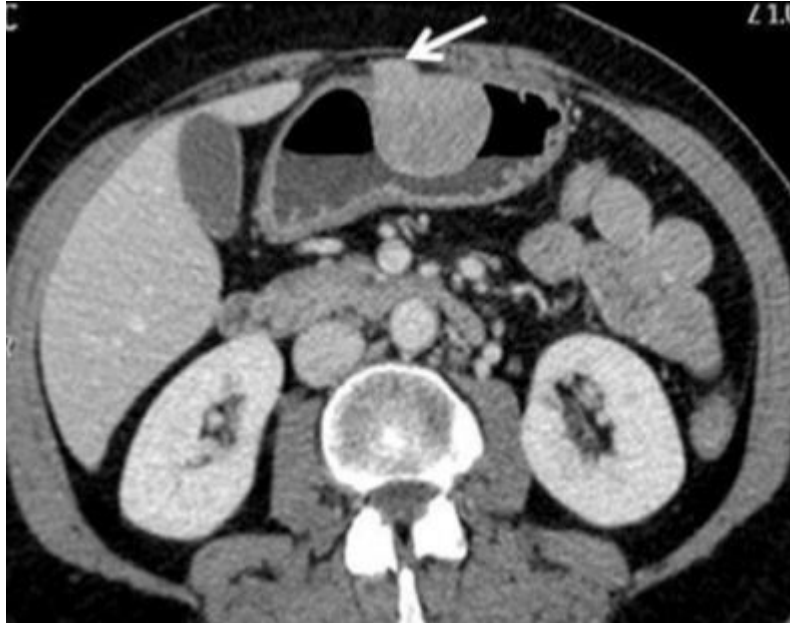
TDM d'une tumeur stromale gastrique de développement intra-luminal, d'aspect plutôt homogène, avec signes évidents d'infiltration de la séreuse et du tissu péritonéal adjacent [52].
